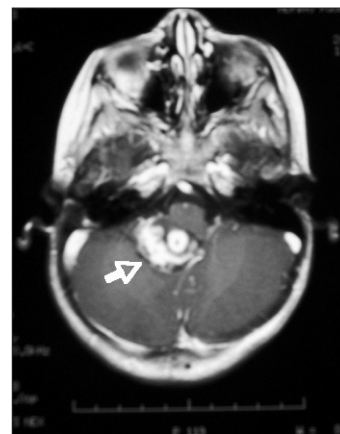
Imagen de resonancia magnética en corte axial donde se visualiza recidiva local, con ocupación de la vermis inferior, el suelo del IV ventrículo y una pequeña parte de hemisferio cerebeloso derecho.
